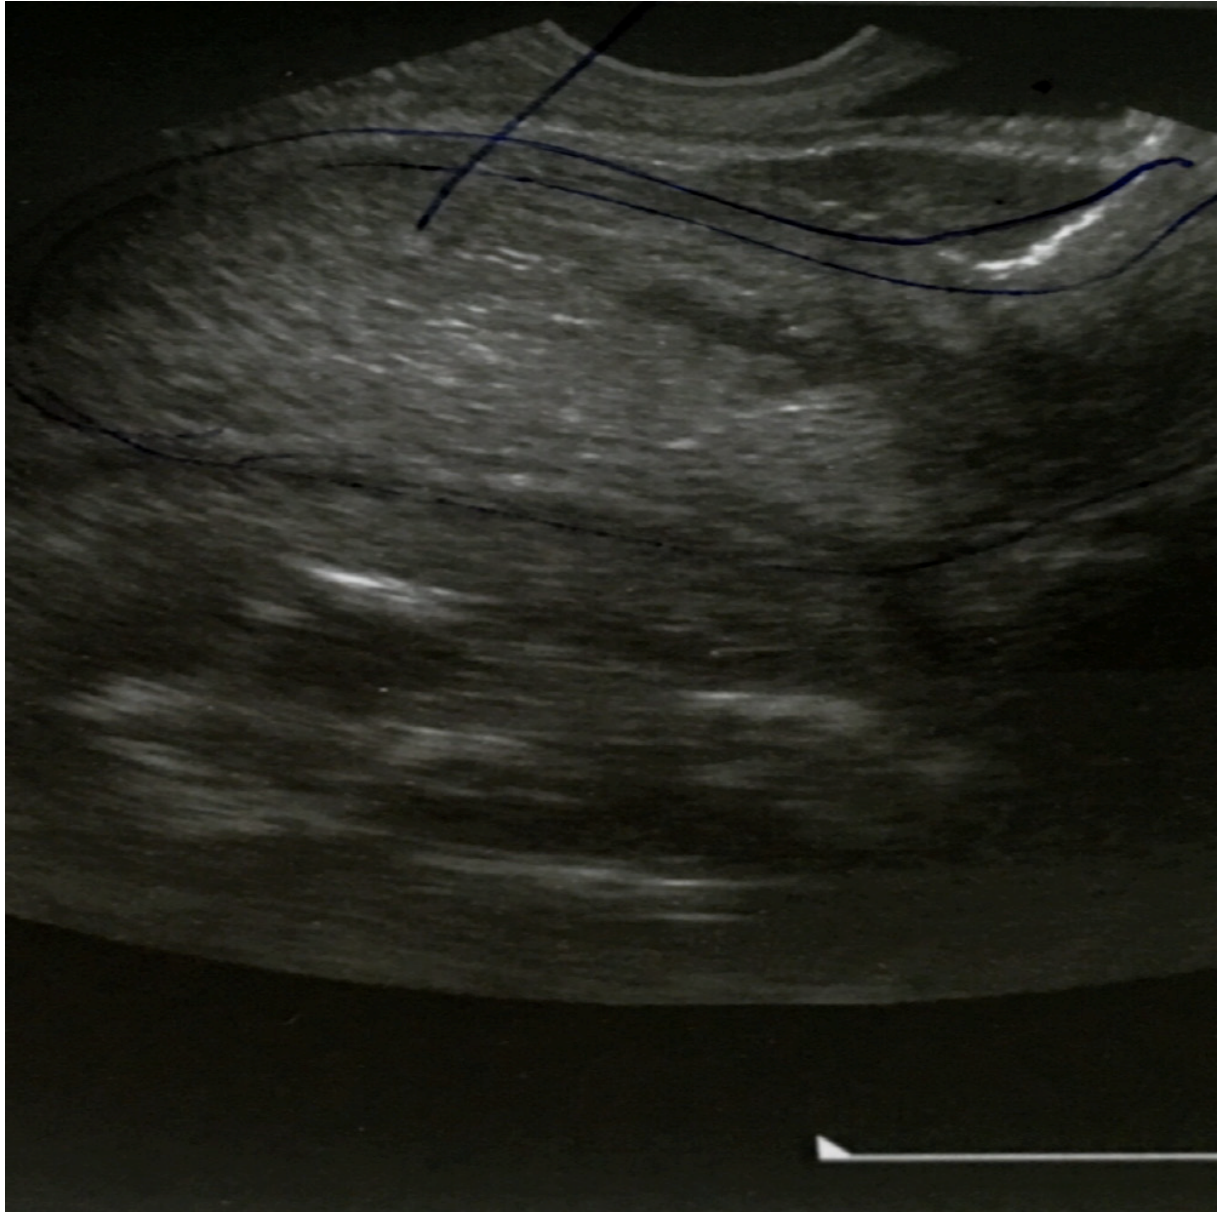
Résultats échographiques montrant un utérus vide et une grosseur dans la poche de Douglas. [61]
